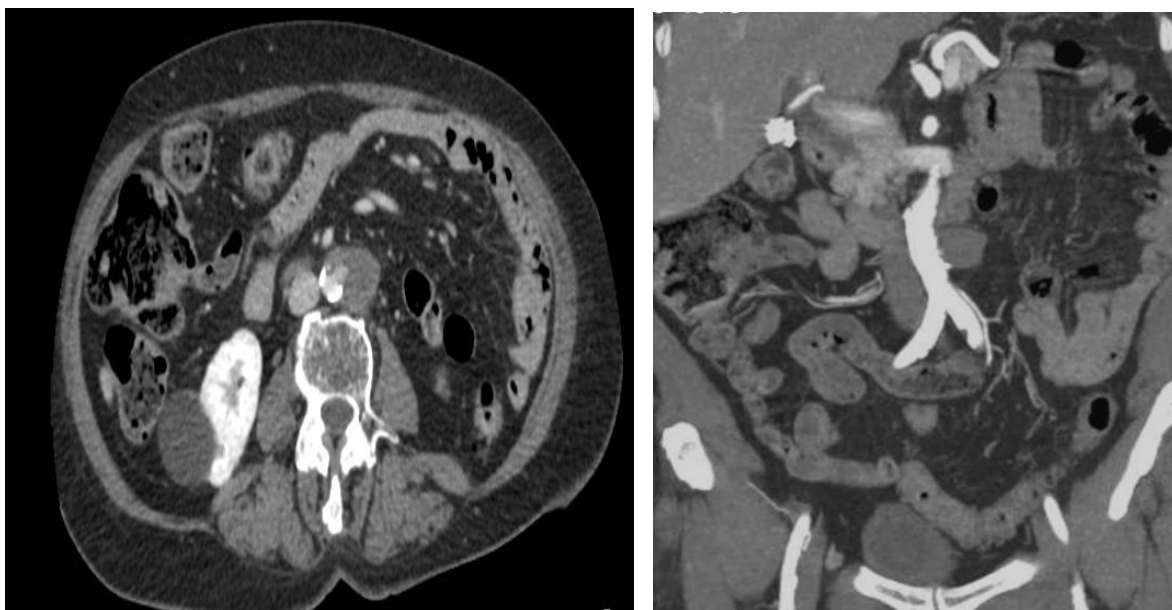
Tomografia de Abdome com Contraste
